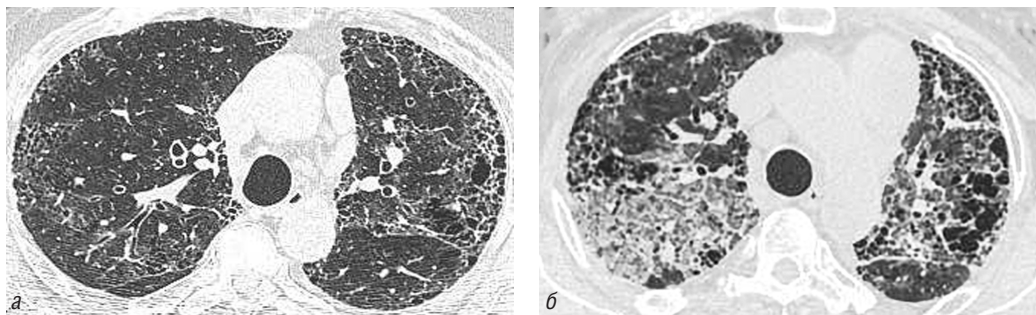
Больной М., 70 лет. ИЛФ-ХОБЛ. На компьютерной томограмме в легочном электронном окне от 03.01.2017 г. (а) определяется КТ-картина ХОБЛ-ИЛФ: в верхних отделах с обеих сторон выявляются проявления центриацинарной и буллезной эмфиземы, вызывающей трансформацию «сот» с их более крупными размерами и неправильной конфигурацией. Контрольная КТ от 20.04.2018 г. (б) — определяется отрицательная динамика — выраженный «отек» внутридолькового легочного интерстиция в верхних долях легких с обеих сторон — обострение ИЛФ, проявления ОСИП
